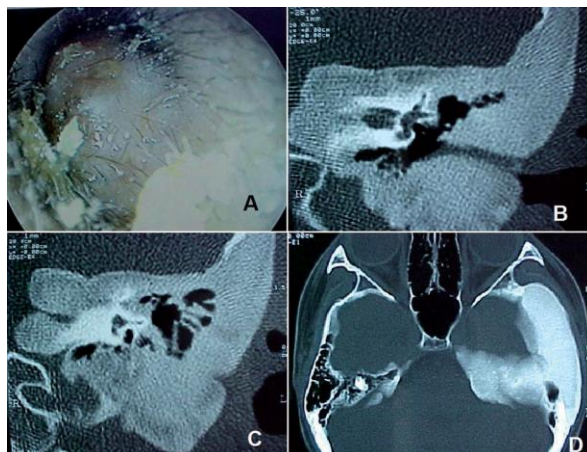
A. Otoscopia izquierda con obstrucción total de la luz por una lesión de consistencia dura. B. TC en el corte coronal del hueso temporal. C. Corte coronal en el que se aprecia disminución del calibre del conducto auditivo interno. D. TC del corte axial en la que se demuestra la anatomía del lado izquierdo afectado contra el lado derecho sano.²⁸
